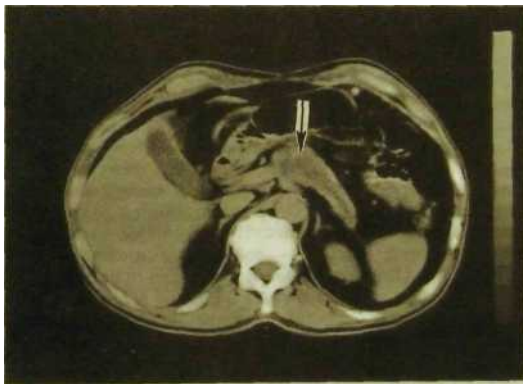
Ш.152. Компьютерная томограмма. Опухоль (указана стрелкой) тела и хвоста поджелудочной железы.
